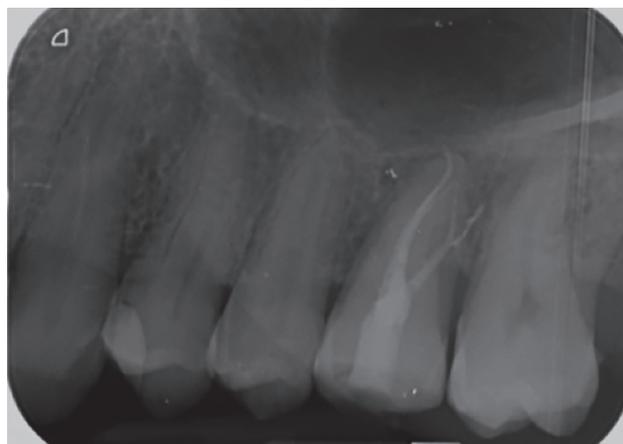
Radiografía periapical a los 3 meses del autotrasplante.
